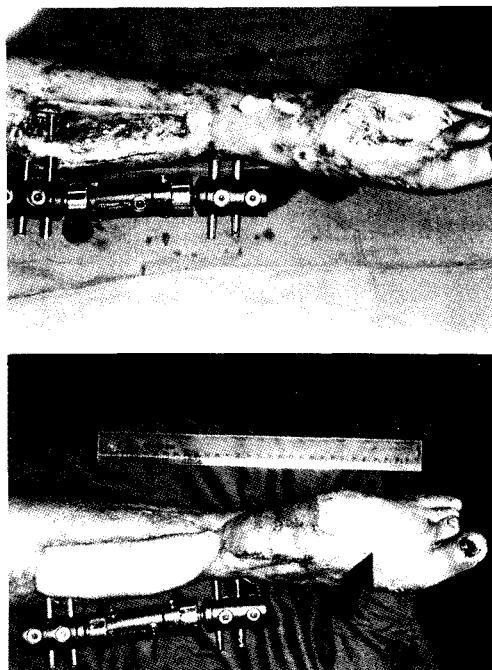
Case 2. A 56-year-old man sustained open metatarsal bone and tibial fracture with 13 cm bony defect. (Above, left) Clinical appearance after debridement and bony resection (Above, right) roentgenogram. (Below, left) Latissimus dorsi and parascapular myocutaneous free flap was designed and elevated to cover the anterior tibia and foot dorsum(arrow) simultaneously. (Below, right) Clinical and radiographic result after distraction; radiograph shows mineralization of regenerated bone.
